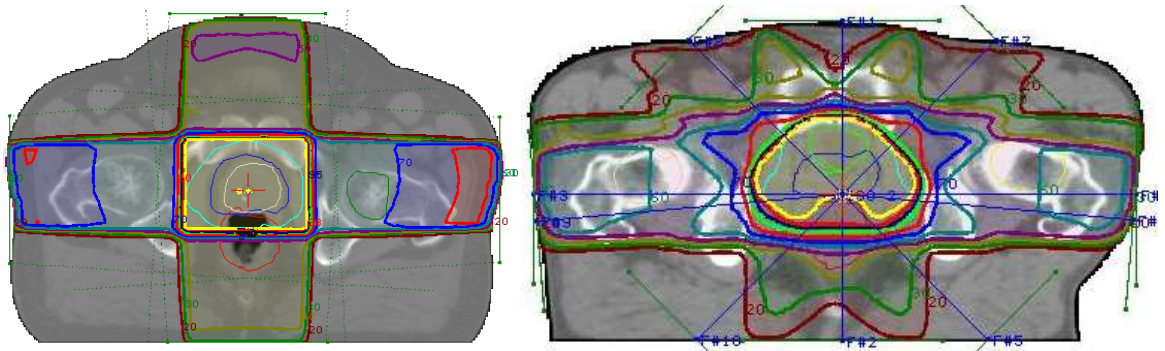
Distribuição das curvas de isodose nas imagens de CT quando utilizados 04 campos (esquerda) e 10 campos (direita).
